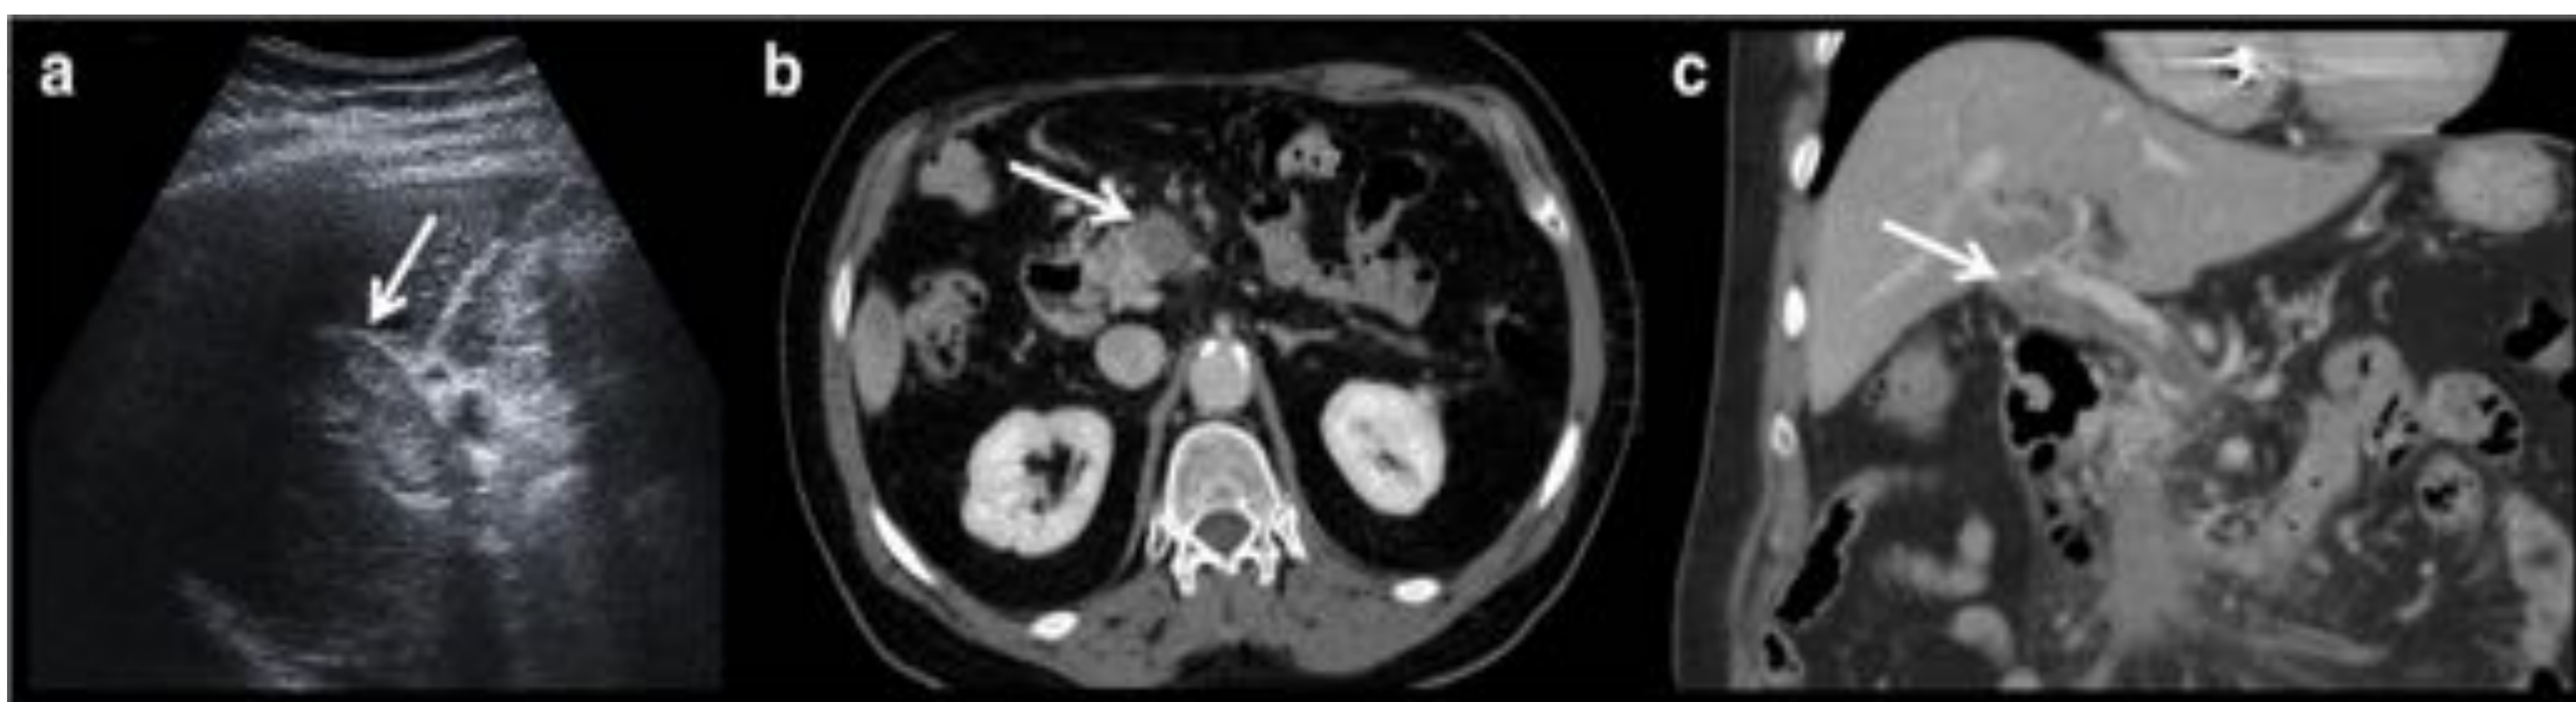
Trombosis vena porta. (a) Eco: material ecogénico en el interior. (b,c) TC con defecto de replección portal.
